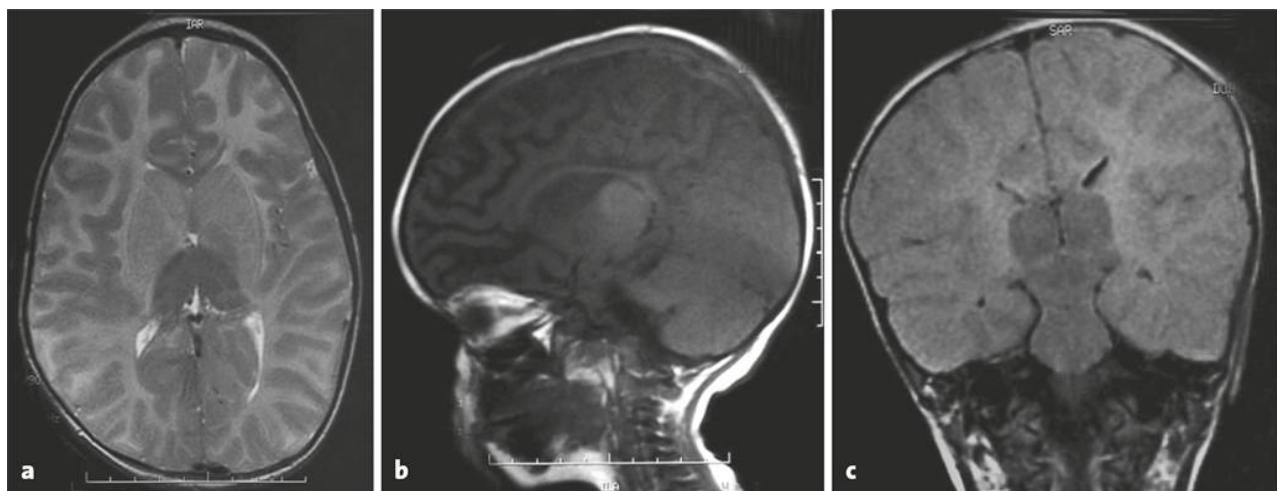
IRM cérébrale coupes axiales T2 (a), sagittale T1 (b) et coronales FLAIR T2 (c) montrant un hyposignal T2 et un hypersignal T1 du thalamus avec un hypersignal T2 de la substance blanche.
